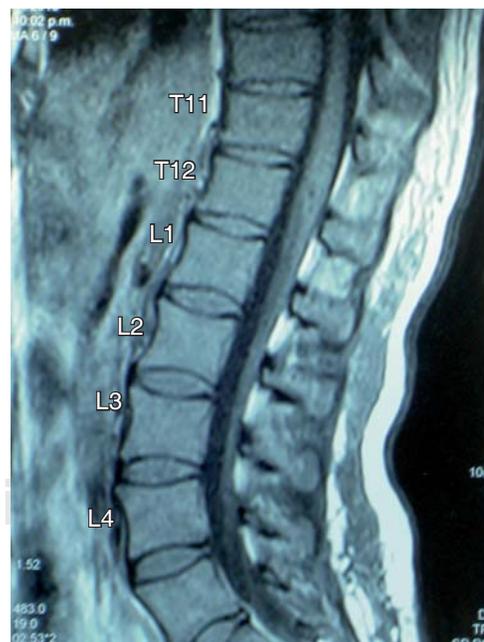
Resonancia magnética nuclear en plano sagital, ponderación T1; se observa hipointensidad de señal con extensión del cono medular a cauda equina.
